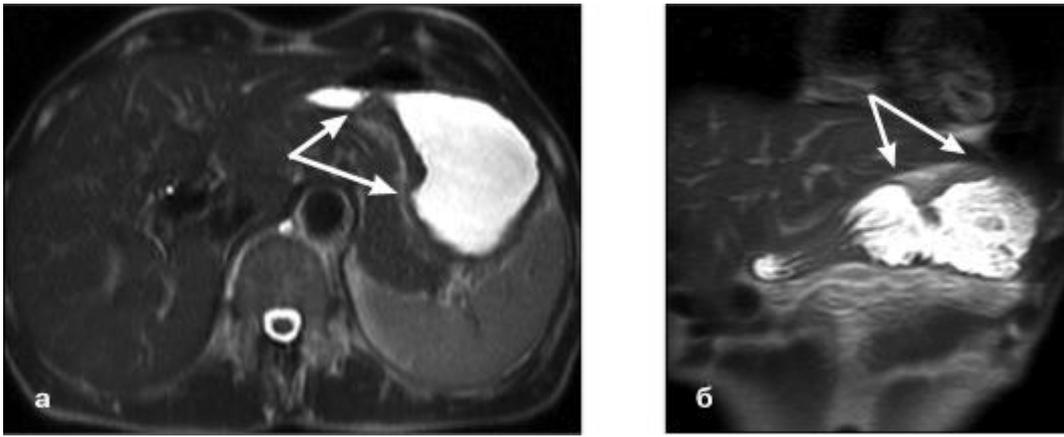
МР-томограммы в аксиальной (а) и фронтальной (б) плоскостях - рак тела желудка (стрелки)
